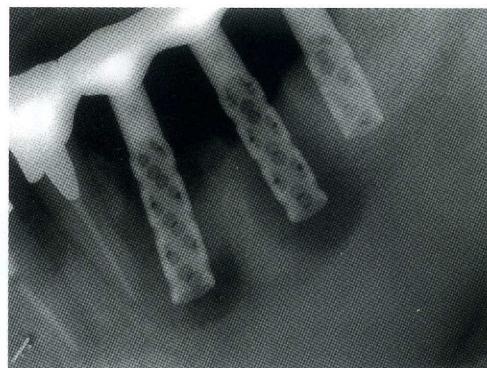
インプラント体周囲全体にX線透過像が認められ、インプラント自体も動搖している。いわゆるフェイルドインプラントであり、撤去対象である。
